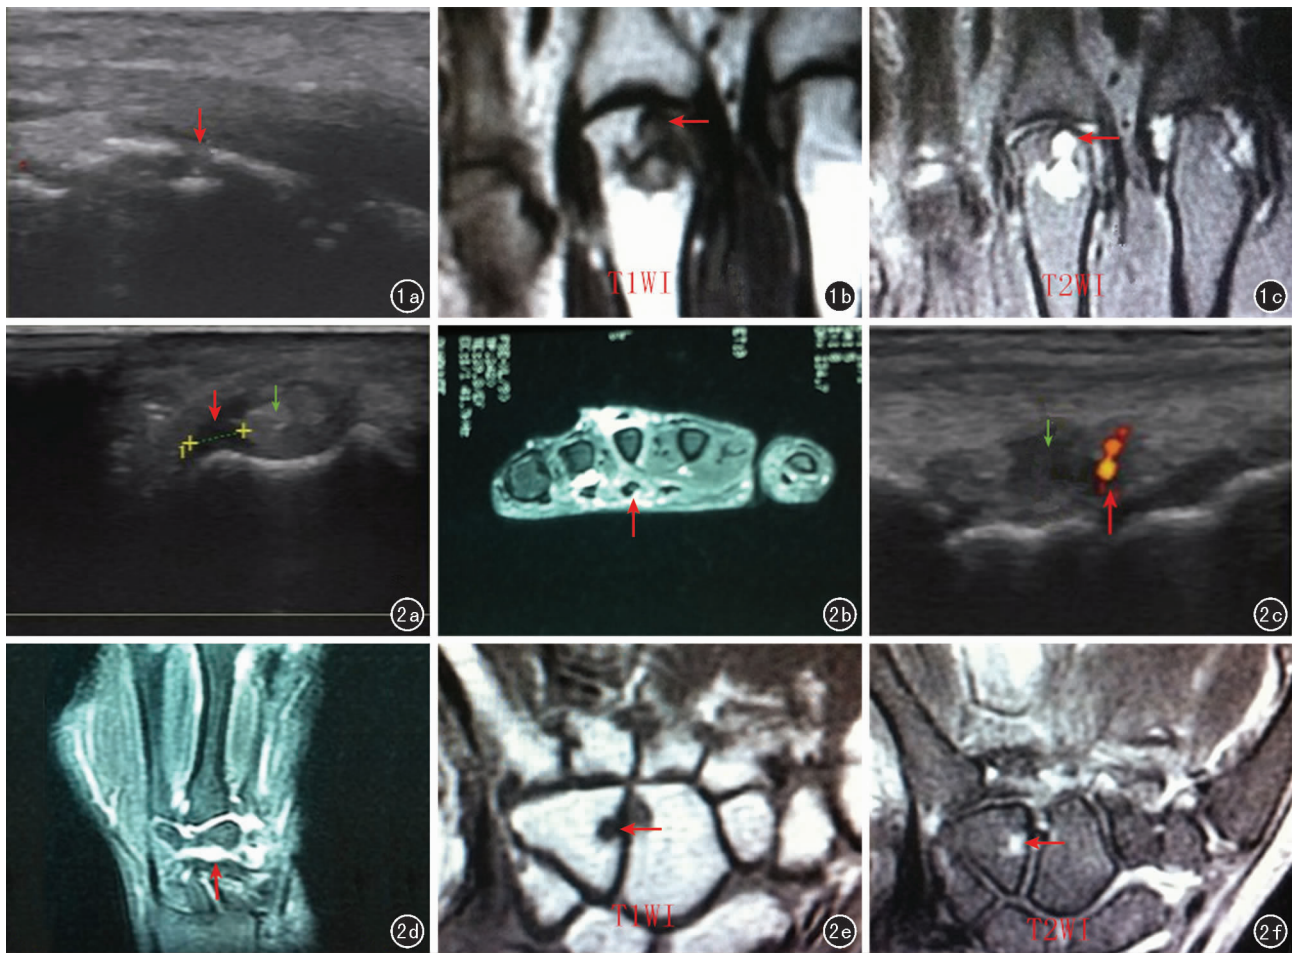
患者男,61岁,类风湿关节炎 1a 超声示右手第三掌骨远端骨侵蚀,可见骨质不连续(红箭) 1b MRI 示右手第三掌骨远端冠状位骨侵蚀(红箭), $T_1$ WI呈中低信号 1c  $T_2$ WI呈中高信号(红箭) 图2 患者女,42岁,类风湿关节炎 2a 超声示左手屈肌腱肌腱炎及腱鞘水肿,见肌腱增宽(绿箭)、纤维回声紊乱,肌腱周围低回声(红箭) 2b MRI 示左手屈肌腱矢状位肌腱炎及腱鞘水肿,见肌腱增宽,肌腱周围 $T_2$ WI呈高信号(红箭) 2c 超声示右手腕骨间隙低回声关节积液,棉絮状滑膜增殖(绿箭)及滑膜内血流信号(红箭) 2d MRI 示右手冠状位腕骨间关节积液及滑膜增殖, $T_2$ WI呈高信号(红箭) 2e MRI 示左手冠状位腕骨骨髓水肿(红箭), $T_1$ WI呈低信号(红箭) 2f  $T_2$ WI呈高信号(红箭)
